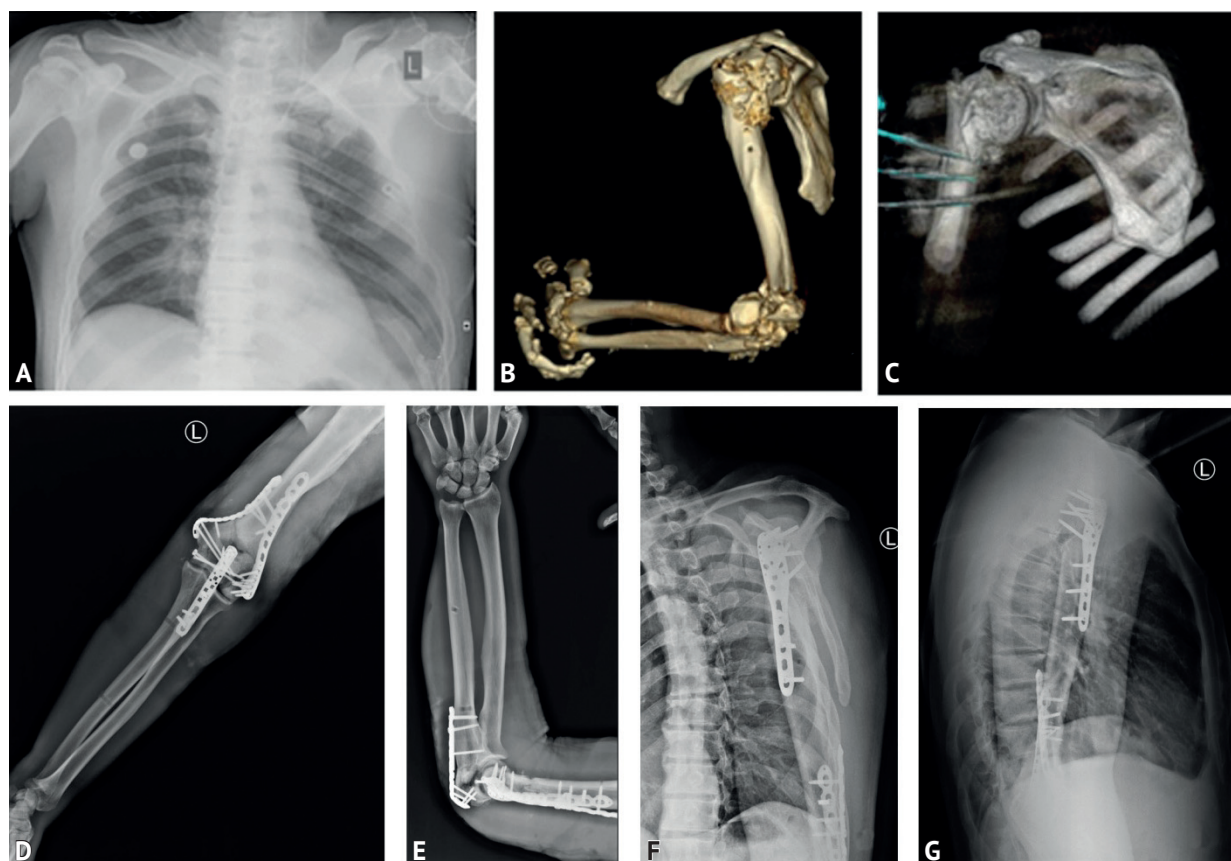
А — рентгенограмма груди. Слева в нижних отделах определяется неомогенная тень в нижнелатеральном отделе с нечетким контуром вероятнее всего внутрилегочная гематома по типу пропитывания, положительная динамика; В, С — многооскольчатый перелом хирургической шейки и в нижней трети плечевой кости со смещением отломков; D–G — состояние после накомного и чрескостного металлоостеосинтеза отломков нижней трети лучевой и левого локтевого отростка и хирургической шейки плечевой кости
